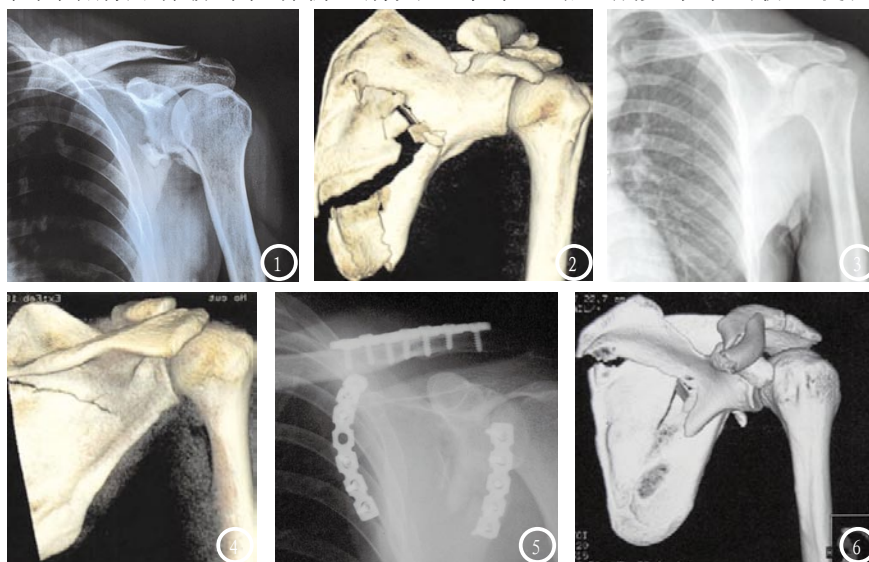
X线正位。图2 CT三维重建图像。右侧肩胛骨粉碎性骨折。图1 正位X线图像显示存在粉碎性骨折,但不能清楚反映骨折块的数目及骨折移位情况;图2 CT三维重建图像图像质量高,可显示骨折块数目及移位情况。图3 X线正位。图4 CT三维重建图像。右侧肩胛非粉碎性骨折。图3 X线正位显示无异常;图4 CT三维重建图像显示存在骨折线。图5 X线正位。图6 CT三维重建图像。图5 X线正位可显示内固定情况,但无法观察骨痂形成等;图6 CT三维重建图像可清楚观察到钢板、固定情况及骨折复位情况。
